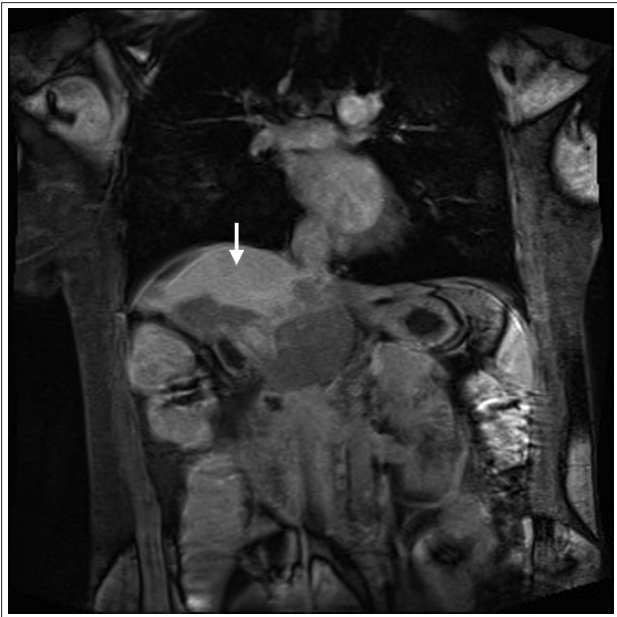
МРТ органов брюшной полости с контрастным усилением. Диффузное накопление контрастного препарата идентично сосудистому руслу и селезенке в центральных отделах печени в артериальную фазу контрастирования (белая стрелка)
